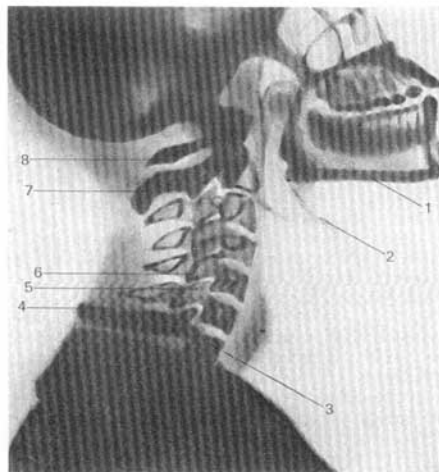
Radiografía de la porción cervical de la columna vertebral (proyección lateral).
